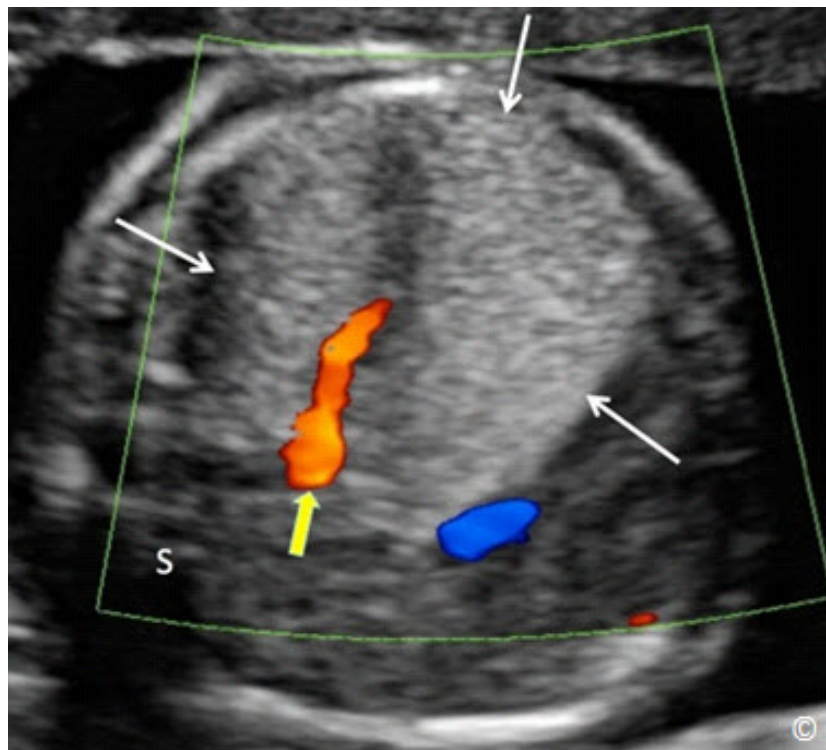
Plano transversal del tórax en 2D y el modo Doppler de color en un feto con secuestro pulmonar (flechas blancas). Obsérvese el aporte vascular (flecha amarilla) que típicamente nace de la circulación sistémica. S = columna vertebral
